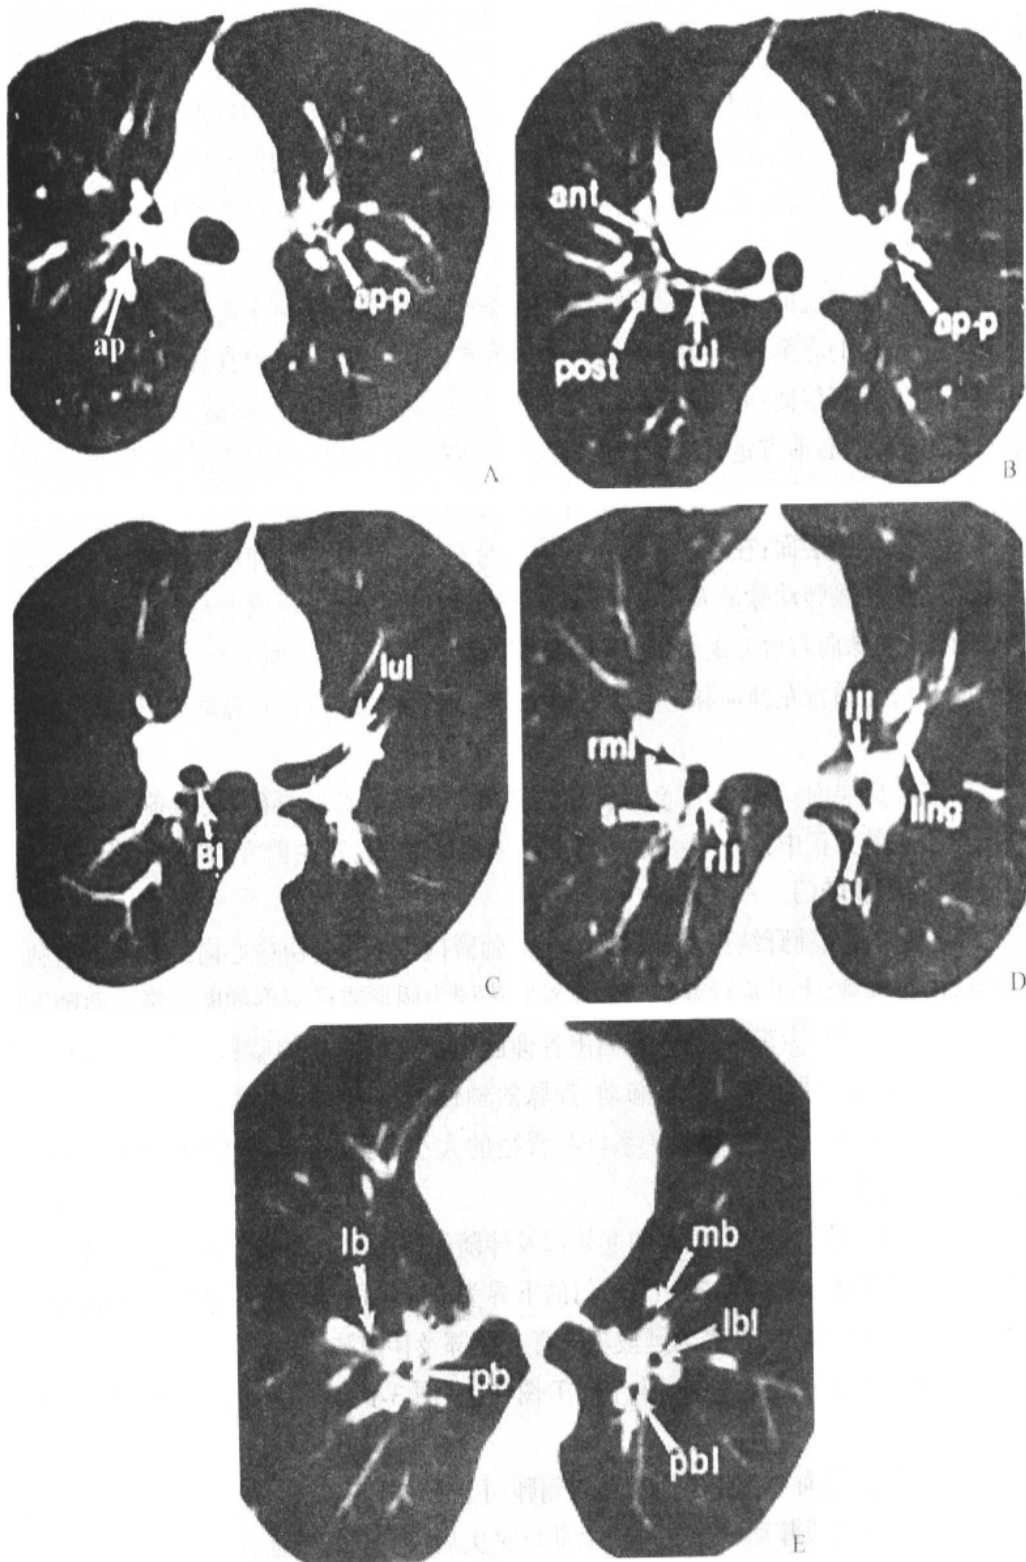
正常肺门及肺段支气管 CT 表现
